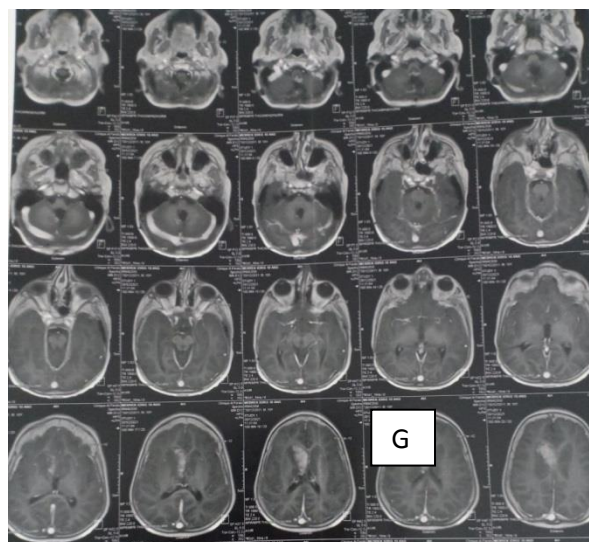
G): IRM coupe axiale récidence sus et sous tentorielle du médulloblastome.
